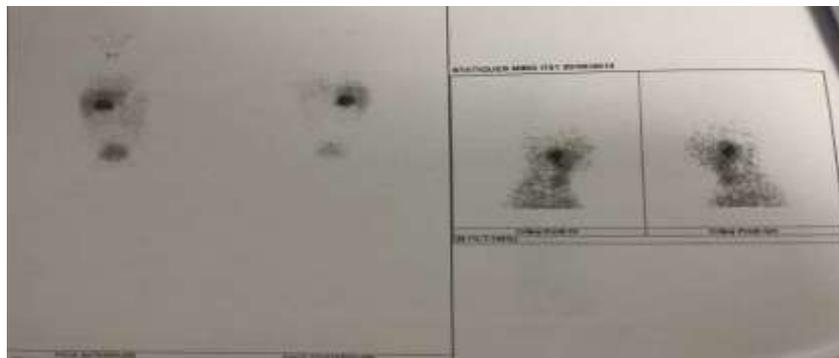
Aspect scintigraphique en faveur d'un phéochromocytome [33].
